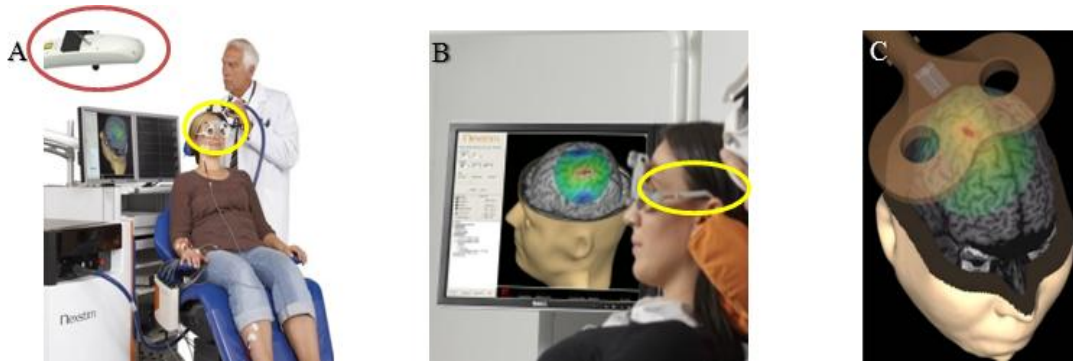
TMS neuronaviguée. La TMS neuronaviguée nécessite l'acquisition, au préalable, d'une IRM du sujet. Le système de neuronavigation comprend une caméra infra-rouge (A cercle rouge) et un ordinateur présentant la position de la bobine par rapport à la région stimulée (A et B). La caméra suit le déplacement de marqueurs réfléchissants positionnés sur la bobine et sur des lunettes placées au préalable sur le sujet (A et B cercle jaune). Le système de neuronavigation permet aussi de visualiser en temps réel le champ électrique engendré par la stimulation. Le point rouge sur la figure C représente le champ électrique maximal induit par la stimulation.
